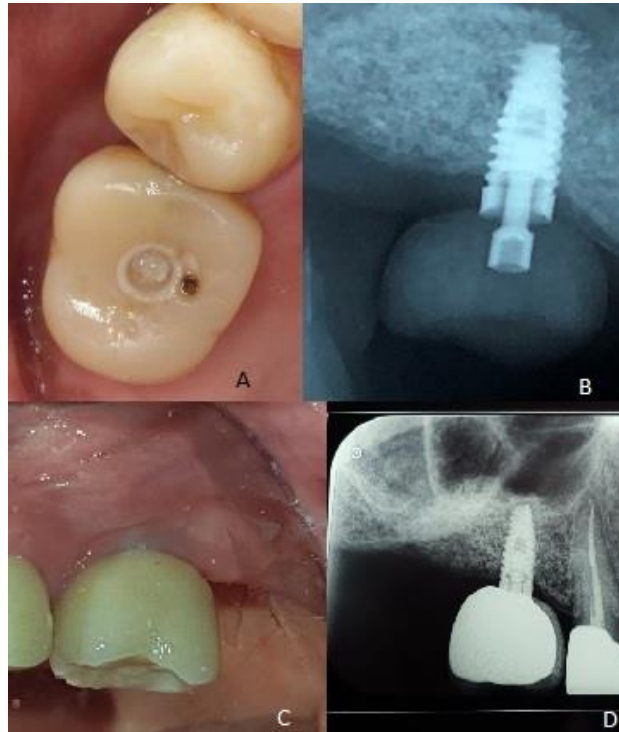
A. Provisional | B. Radiografía provisional | C. Corona definitiva | D. Radiografía corona definitiva.
